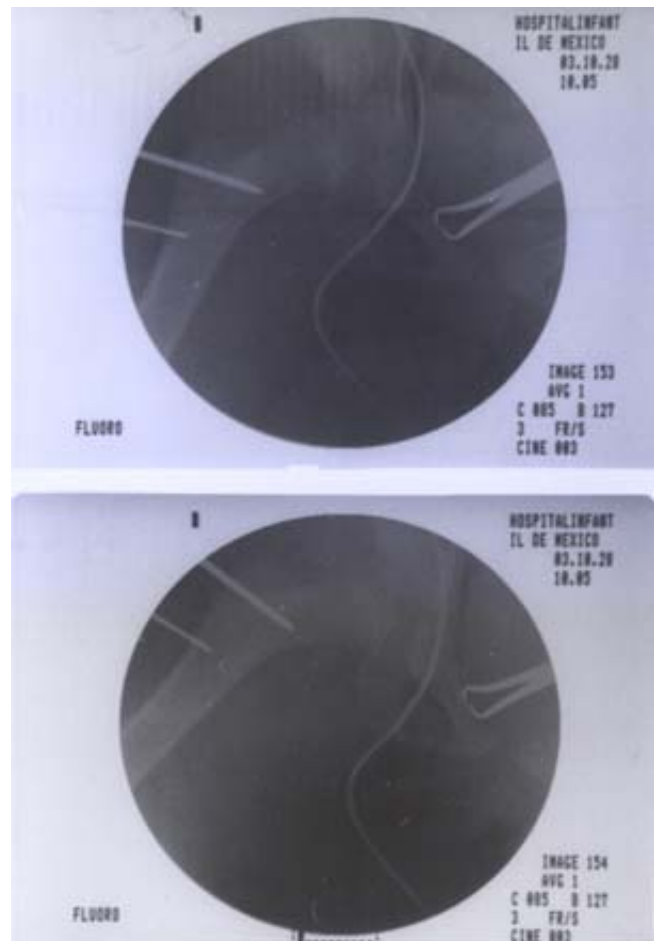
Radiografía transoperatoria que muestra la fijación del extremo proximal desrotado con clavo de Steinmann y la marca distal es para verificar al mismo tiempo el sitio de la osteotomía plano-oblicua.
